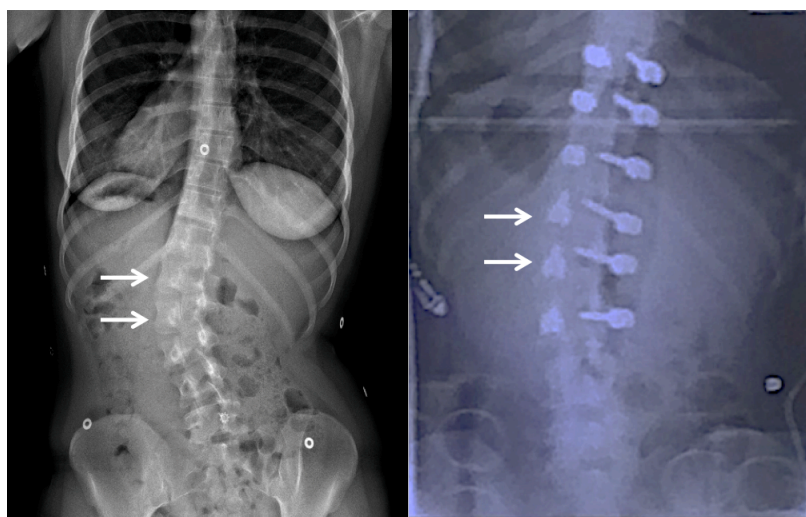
Vertèbres dérotées pointées par les flèches sur les radiographies coronales preopératoire et peropératoire
